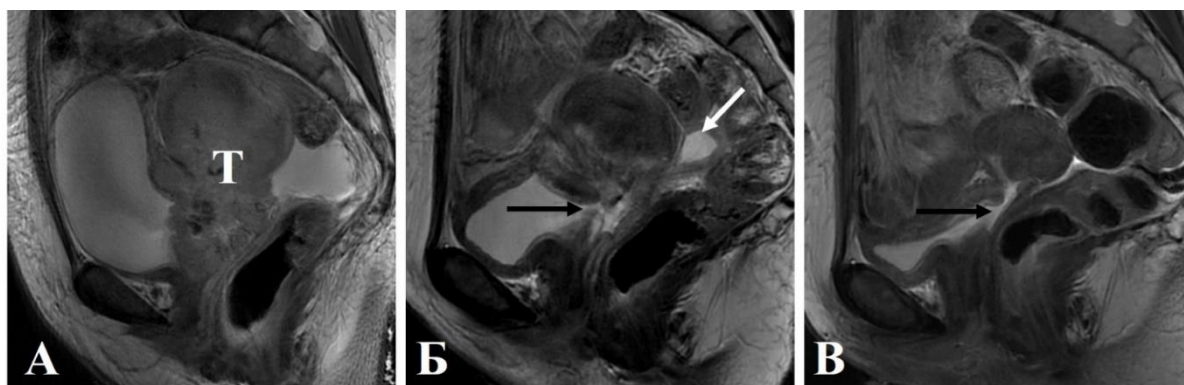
Женщина 62 лет. А: рецидивное новообразование культи шейки матки (Т), с обширной инвазией мочевого пузыря и отеком слизистой оболочки. Б: МРТ через 20 дней после ТЛЛНМ. Формируется пузырно-влагалищный свищ на месте инвазии (черная стрелка), с отеком слизистой оболочки, с ограниченным мочевым затеком в Дугласовом пространстве (белая стрелка). В: МРТ через 50 дней после ТЛЛНМ и консервативной терапии. Сформированный пузырно-влагалищный свищ (черная стрелка), мочевые затеки отсутствуют
